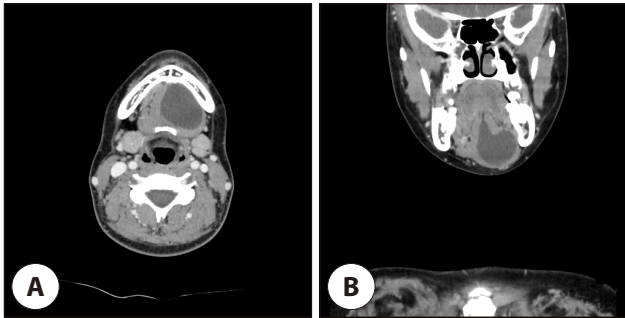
Preoperative CT scans. Pre-operative CT scan shows about 3.7 cm well defined homogenous fluid density lesion without no significant solid portion at left side mouth floor (A) Axial CT scan. (B) coronal CT scan.
